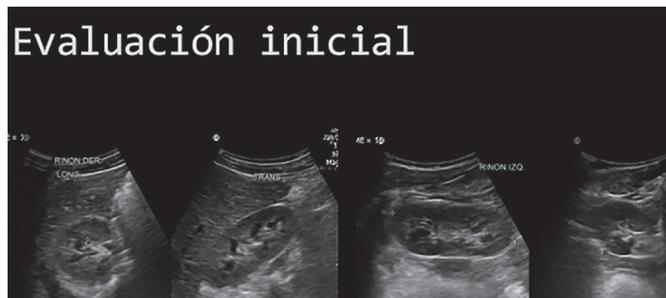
Ecografía renal normal
